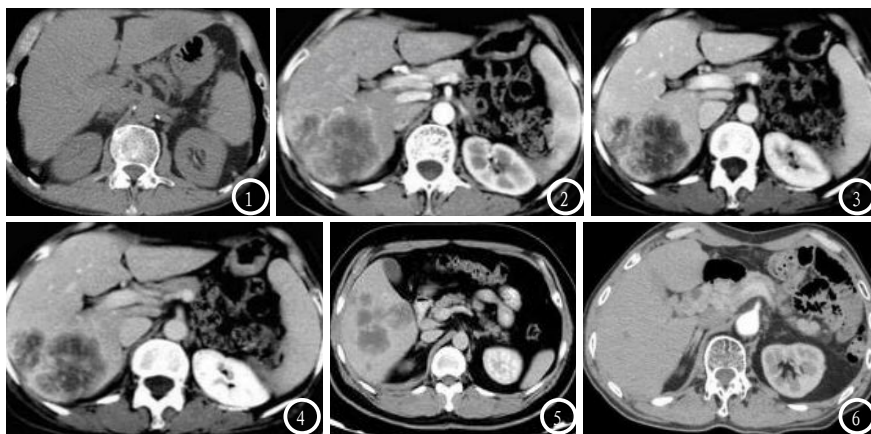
为CT平扫时乳腺癌肝转移, 表现为肝内多发型低密度类圆形瘤灶; 图2 为CT增强扫描动脉期图像, 表现为病灶边缘呈斑状或结节状、C型强化, 肝内小部分瘤灶边界环形强化; 图3 为螺旋CT增强扫描门脉期图像, 表现为瘤灶中间能够出现不规则较轻强化, 呈向心性、渐进性; 图4 为螺旋CT增强扫描平衡期图像, 表现为肝右叶小部分病灶的边缘环状强化亦减弱, 部分病灶呈等密度且不易显示。三期中部分病灶都有“牛眼征”。图5 结肠癌肝转移, 门脉期可见多个病灶内团块状强化影。图6 胃癌肝转移。门脉期可见多个病灶内团块状强化影。
